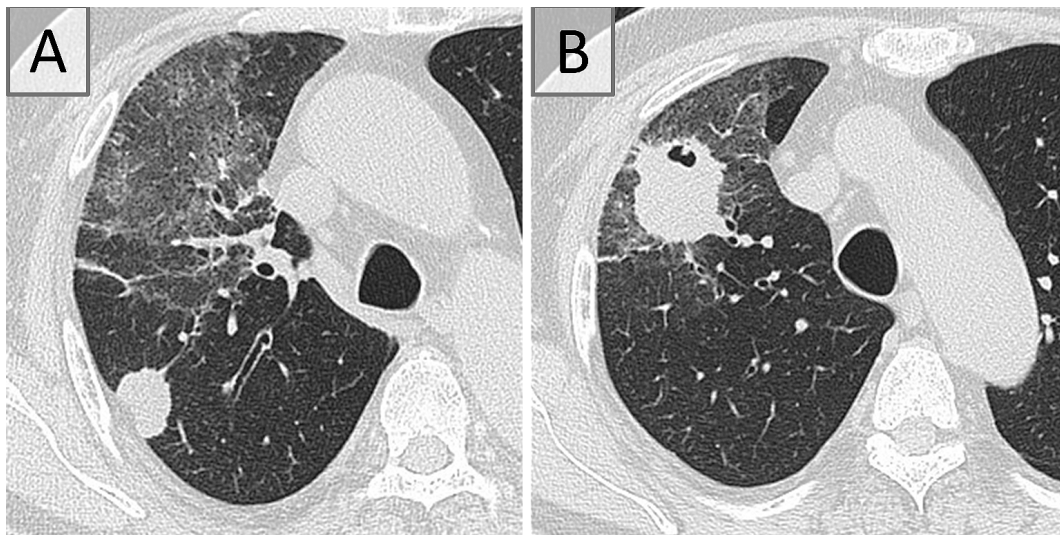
Chest computed tomography showed a nodule in S², 2.2 cm in size (A), and a mass in S³, 3.5 cm in size (B), with an internal cavity and surrounding ground-glass opacity.
